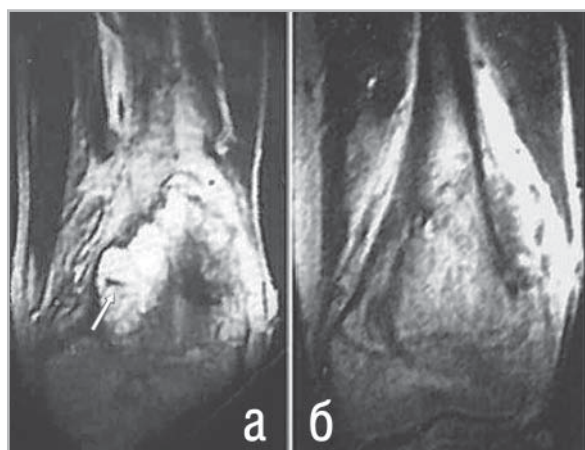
Б-ой Я., 18 лет. Хондробластома левой большеберцовой кости. МРТ в сагиттальной плоскости, T1ВИ SE (А), T2ВИ GE (Б). В проксимальном эпифизе большеберцовой кости определяется гетерогенное образование с более выраженной гипоинтенсивной структурой, обусловленной более массивными включениями кальция в строму опухоли (стрелки).
